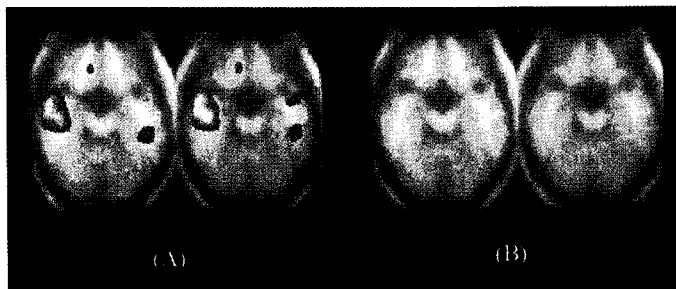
Mismatch of metabolism and perfusion (SPM image). (A) FDG-PET showed right temporal hypometabolism. (B) Water PET showed no area of hypoperfusion in the same patient.
